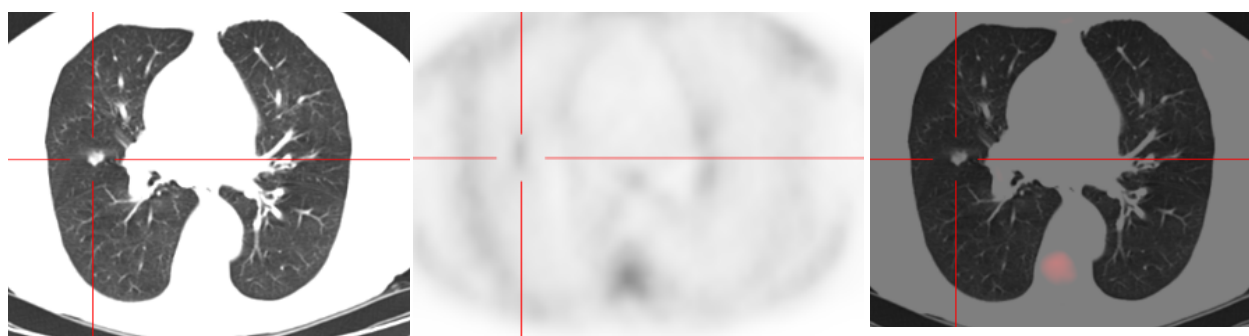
Paciente con recidiva bioquímica de CaP que presentaba un nódulo pulmonar en el segmento lateral del LM de 0,9 cm, con dudas de malignidad por sus características en el CT. La PET-CT ¹⁸F-Colina mostró un aumento de la actividad metabólica fosfolipídica en dicho nódulo, siendo el resultado de la lobectomía parcial compatible con metástasis de adenocarcinoma de origen prostático.
